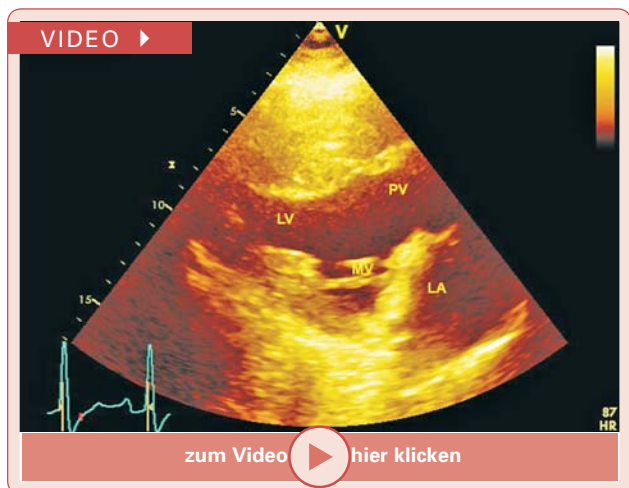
Parasternaler Längsschnitt. Hypertrophierter, gut kontraktile linker Ventrikel, unauffällige Semilunarklappe (in diesem Fall Pulmonalklappe), kein rechter Ventrikel erkennbar.
